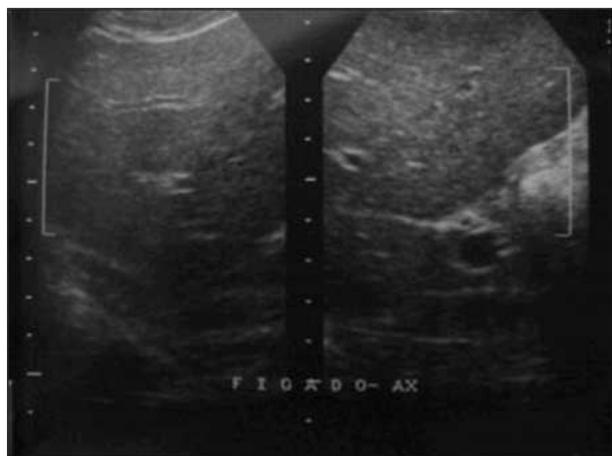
Ultra-sonografia mostrando fígado de volume aumentado, contornos regulares, parênquima homogêneo com aumento difuso de ecogenicidade e da atenuação sônica posterior, sugestivo de glicogenose.
